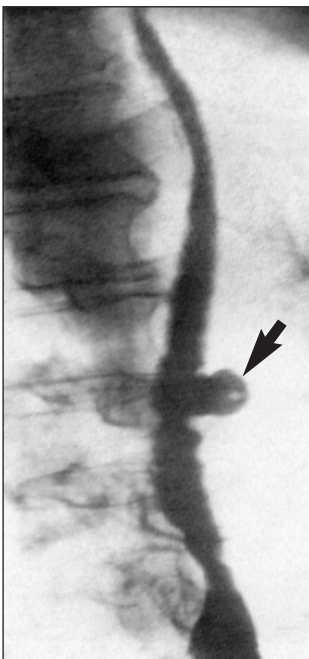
Дивертикул пищевода (рентгеноконтрастное исследование)
